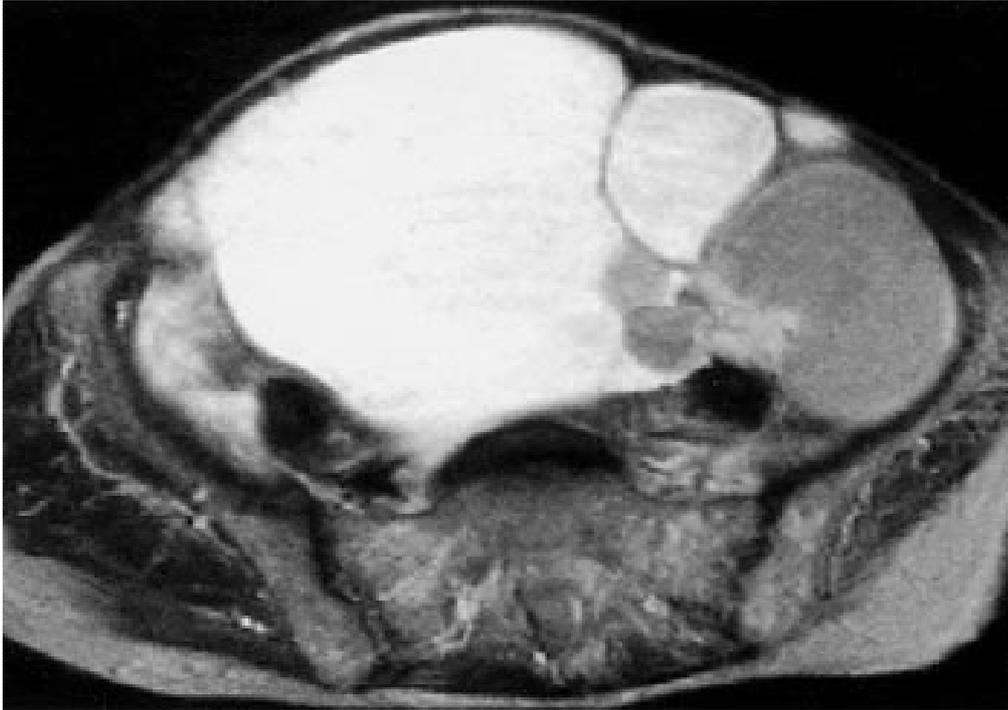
IRM en coupe axiale pondérée en T2: les cloisons apparaissent normales sur cette séquence. Le diagnostic de tumeur mucineuse est très probable. En revanche, la nature borderline ou maligne dans ce cas est difficile à évoquer.
